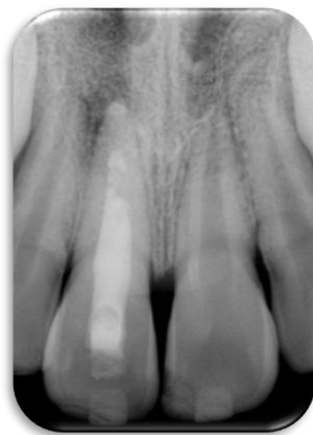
Radiografia após a reinstrumentação e inserção da medicação intracanal a base de hidróxido de cálcio associado ao óxido de zinco + propilenoglicol + PMCC.
